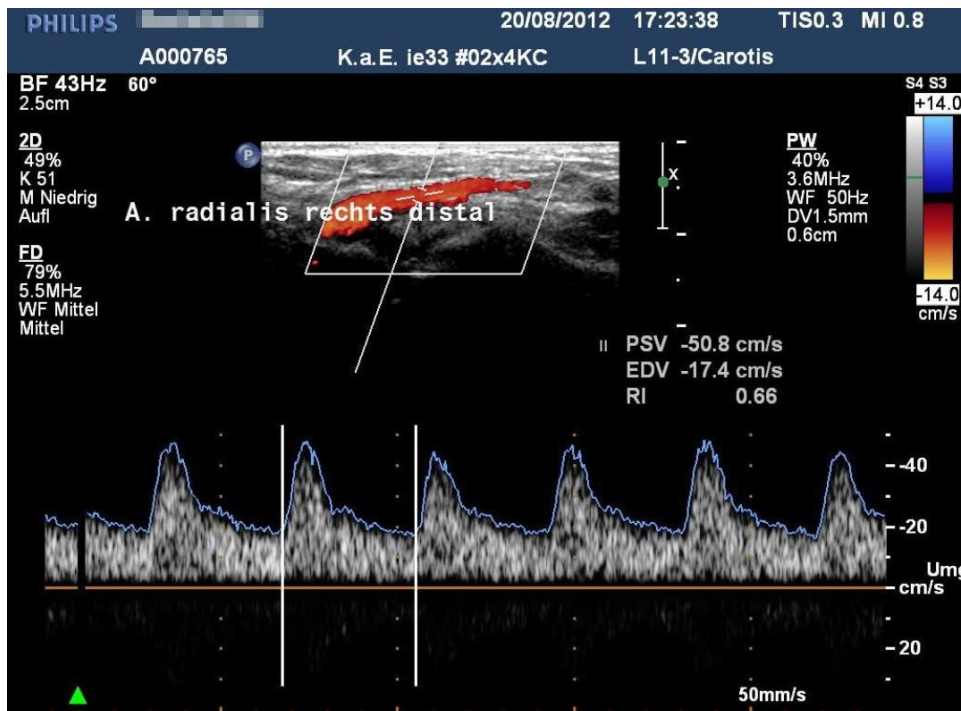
Poststenotischer Fluss in der A. radialis bei vorgeschalteter Stenose der A. axillaris, selber Patient wie in Abbildung 19. Längsschnitt (links distal, rechts proximal), farbcodierte Duplexsonografie kombiniert mit pw-Doppler-Sonografie. Zu erkennen sind der langsamere systolische Anstieg der Strömungsgeschwindigkeit, das monophasische Flussprofil und die Strömungsstörungen (Verlust des so genannten spektralen Fensters – vergleiche hierzu das normale Flussprofil in Abbildung 7).
